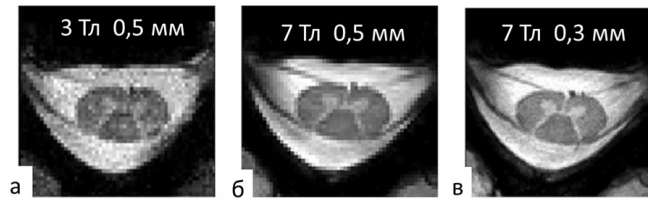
МРТ позвоночника C5-C6 в 3-Т и 7-Т у здорового добровольца: 3-Т МРТ в T_2 -режиме с разрешением $0,5 \times 0,5 \times 3$ мм (а); 7-Т МРТ в T_2 -режиме с разрешением $0,5 \times 0,5 \times 3$ мм (б); 7-Т МРТ в T_2 -режиме с разрешением $0,3 \times 0,3 \times 3$ мм (в) (адаптировано из работы [76])
